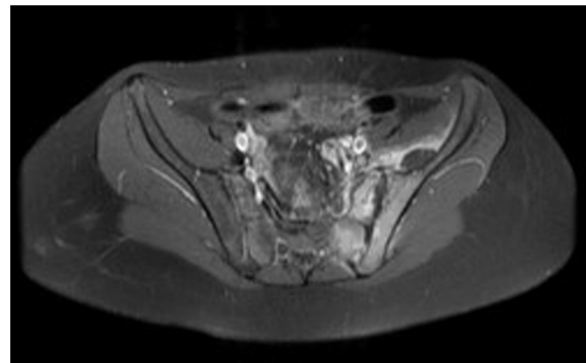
Corte axial de imagen por resonancia magnética secuencia T1- TSE de artritis sacroilíaca, osteomielitis en hemisacro y hueso ilíaco izquierdo.
